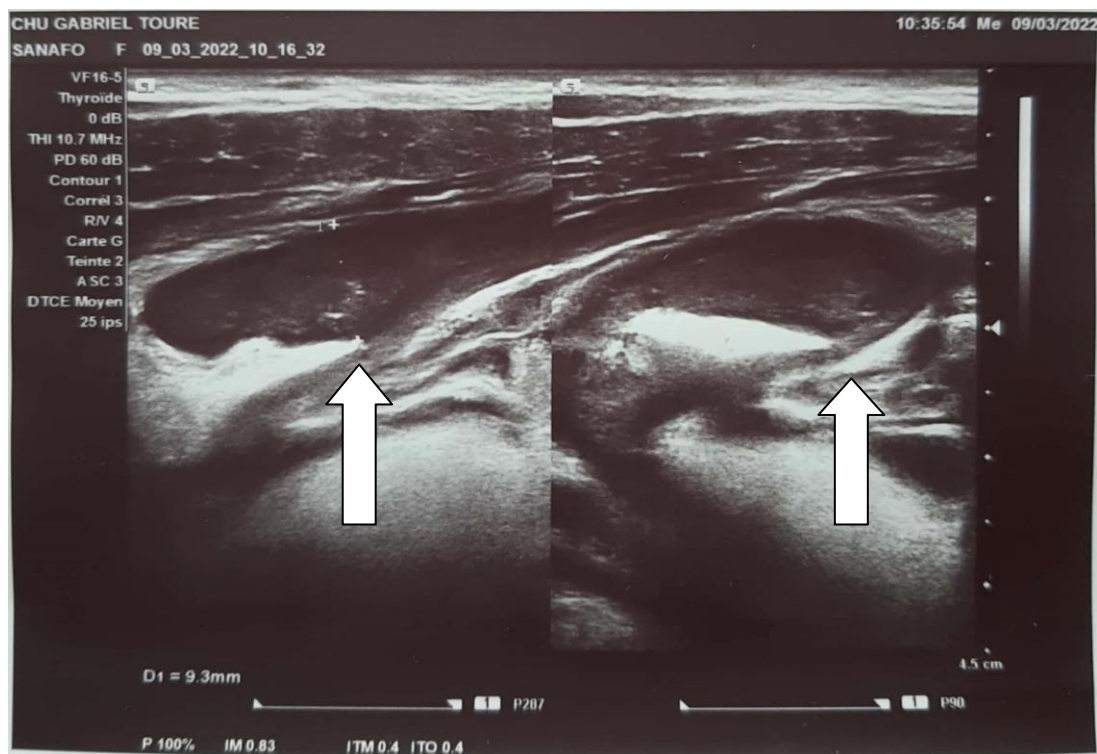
Images échographiques d'un appendice tuméfié, hypoéchogène avec perte de la différenciation pariétale.
